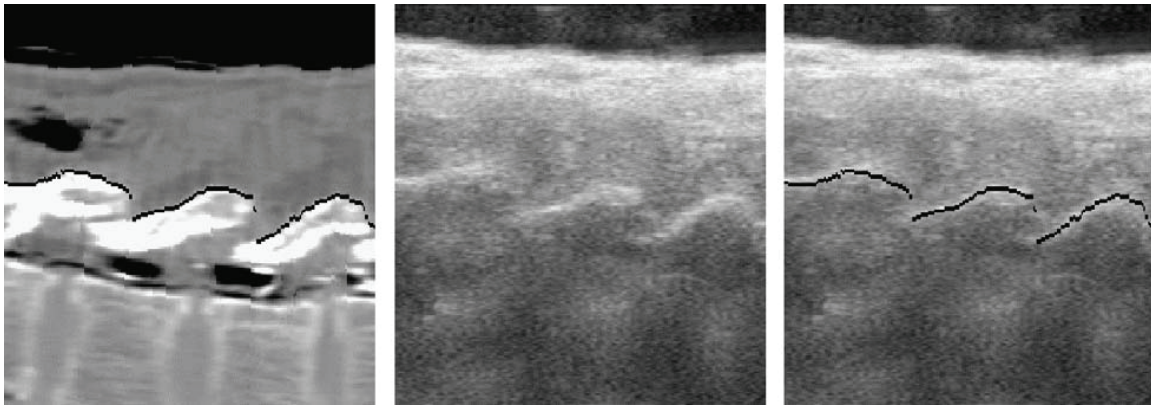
Résultat du recalage par ultrasons. Gauche : tranche sagittale de la tomodensitométrie où la surface des os est identifiée par des lignes noires. Centre : image ultrasonique correspondante. Droite : superposition de la surface identifiée, après recalage, et de la tranche ultrasonique. (Tirée de B. Brendel, S. Winter, A. Rick, M. Stockheim, et H. Ermert, "Bone registration with 3D CT and ultrasound data sets," *International Congress Series*, vol. 1256, pp. 426-432, 2003. ©2003 Elsevier. Reproduit avec permission.)
